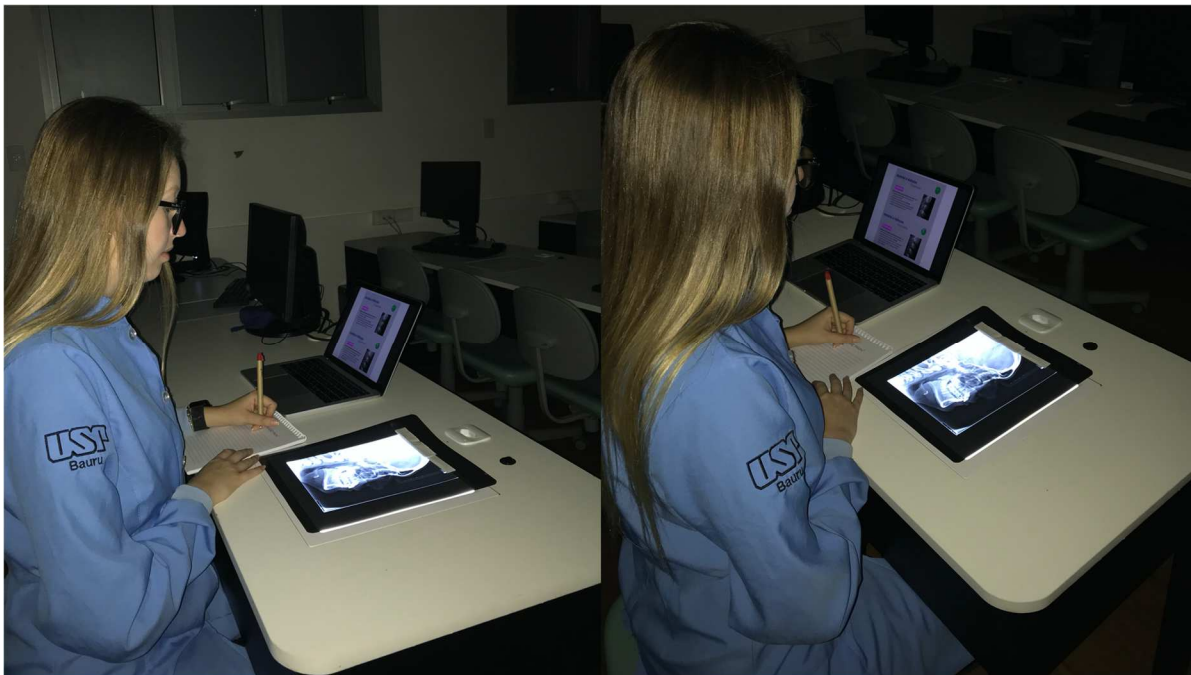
Fase de Calibração: Avaliação das radiografias cefalométricas laterais
